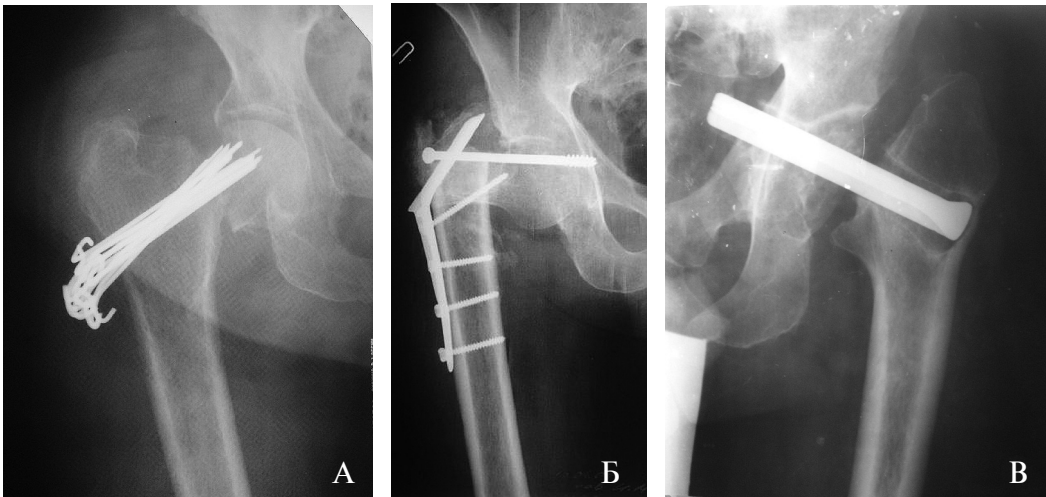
Рентгенограммы неудачного исхода применявшихся ранее методов остеосинтеза повреждений проксимального отдела бедренной кости: А — результат фасцикулярного остеосинтеза пучком спиц; Б — вариант сочетанного использования фиксаторов; В — вариант использования трёхлопастного гвоздя.
